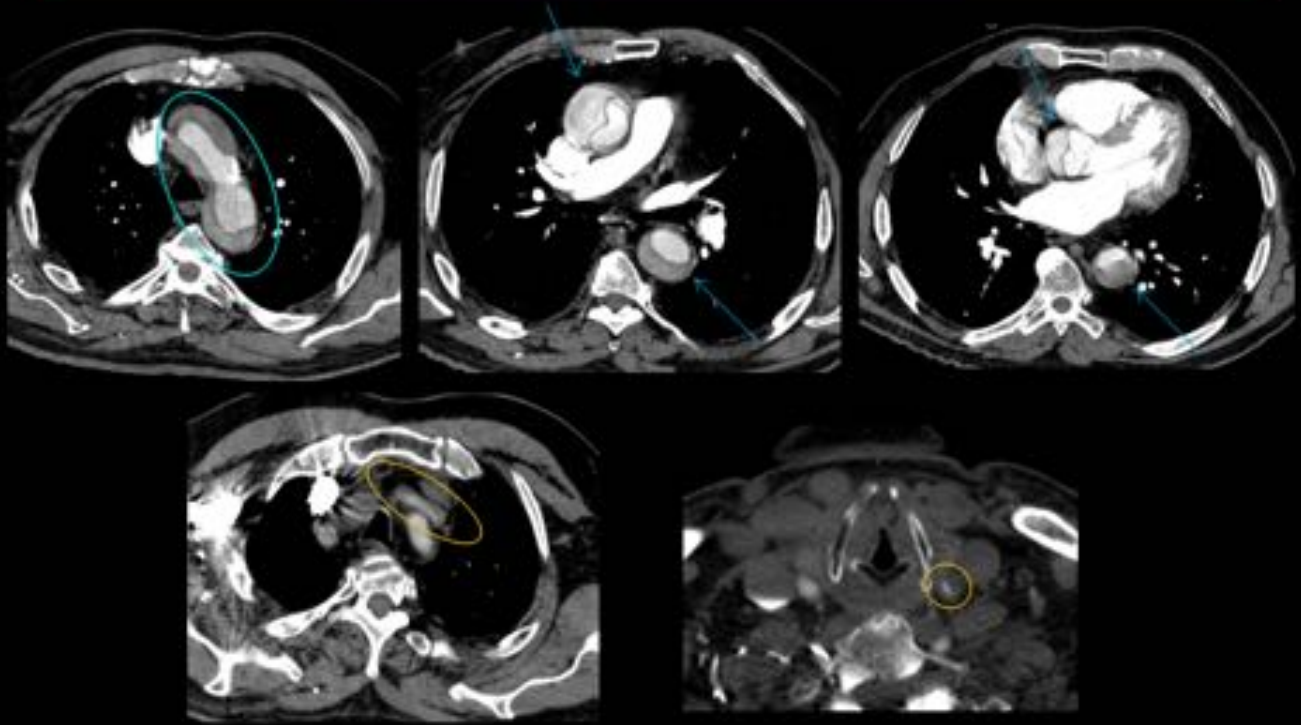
TC: Círculos y flechas azules: disección de aorta tipo A, afectación desde la raíz aórtica, cayado y aorta descendente torácica. Círculos naranjas: Afectación de la ACC izquierda (luz verdadera filiforme).
